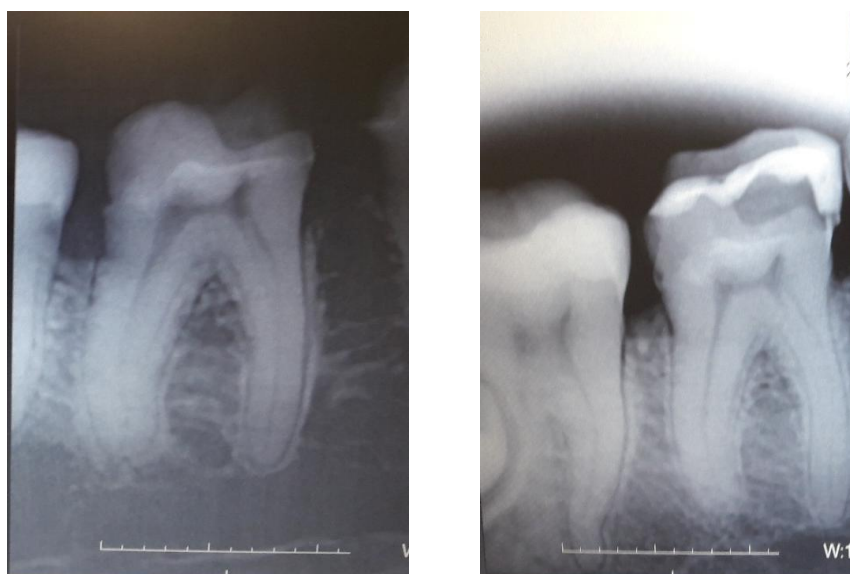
Рентгенограмма 46 зуба, 23 года.
